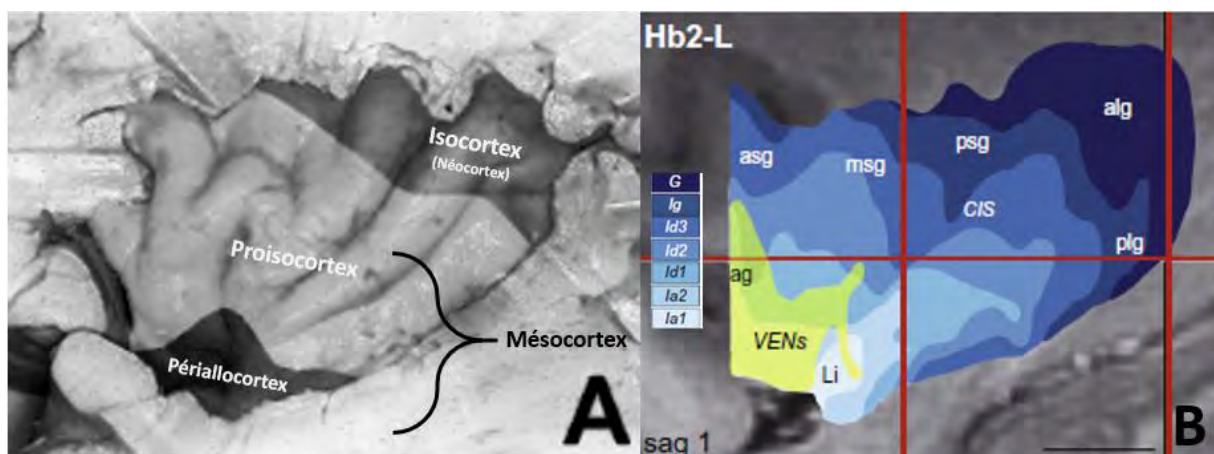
Cytoarchitecture de l'insula. A : Trois couches distinctes de l'insula. Adapté de Bonthuis et coll (25). B : Reconstitution de la cartographie cytoarchitecturale mise en correspondance avec une image IRM sagittale. Issu de Morel et coll (22). G et Ig : Zone granulaire (Isocortex) ; Id 1 à 3 : Zone dysgranulaire (Proisocortex) ; Ia 1et 2 : Zone agranulaire. En jaune est représenté la zone de répartition des neurones en fuseau (Von Economo neuron's (VENs)). En vert la zone de présence des neurones en fuseau au niveau de la zone dysgranulaire.
